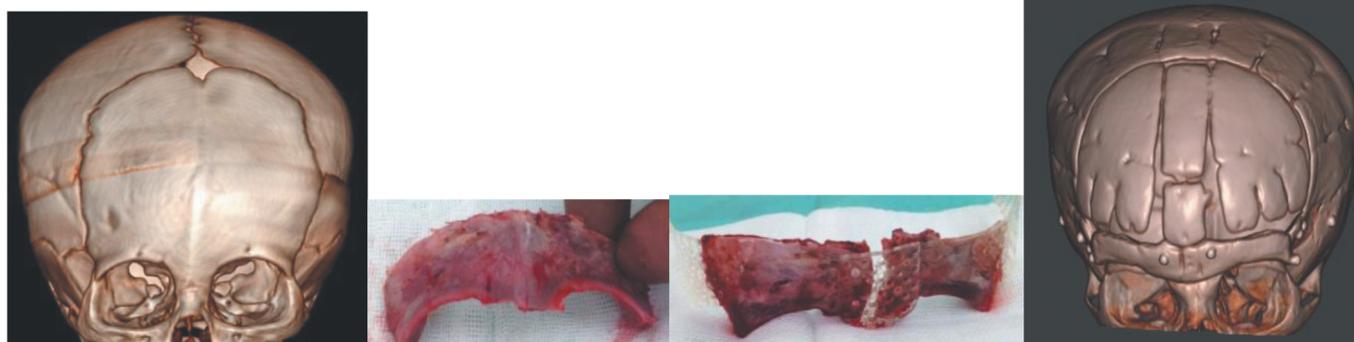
Ребенок С., 11 мес. МСКТ метопического КС. Интраоперационные этапы формирования верхнеорбитального комплекса с использованием биодеградируемых материалов, послеоперационный МСКТ-контроль.
